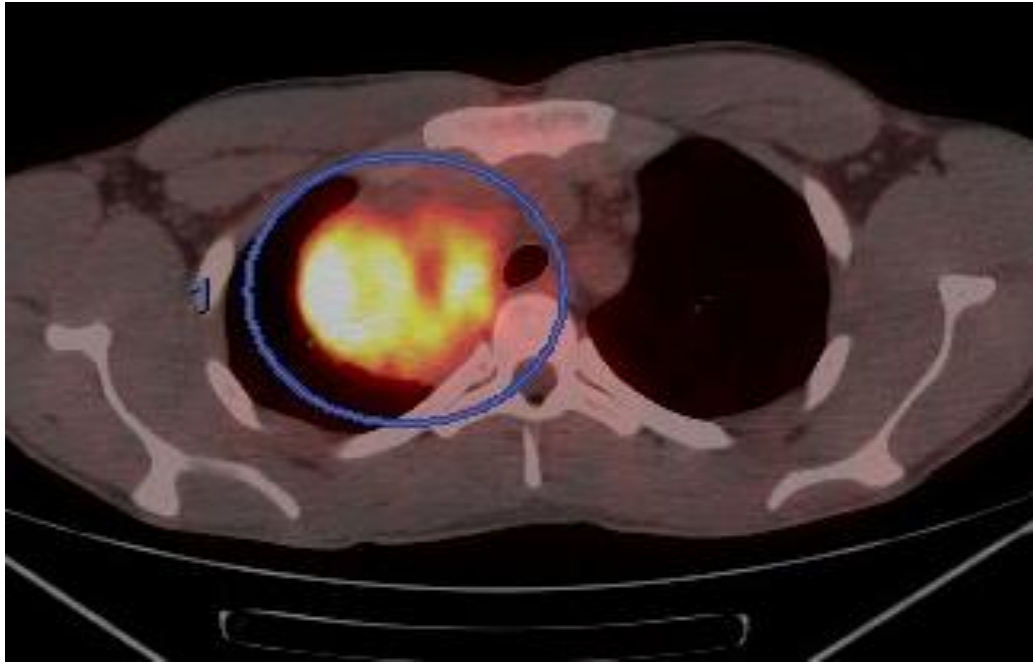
ПМВКЛ, 2 ст. а) ПЭТ/КТ с ФДГ; б) ДВ МРТ. Опухолевый конгломерат средостения.
